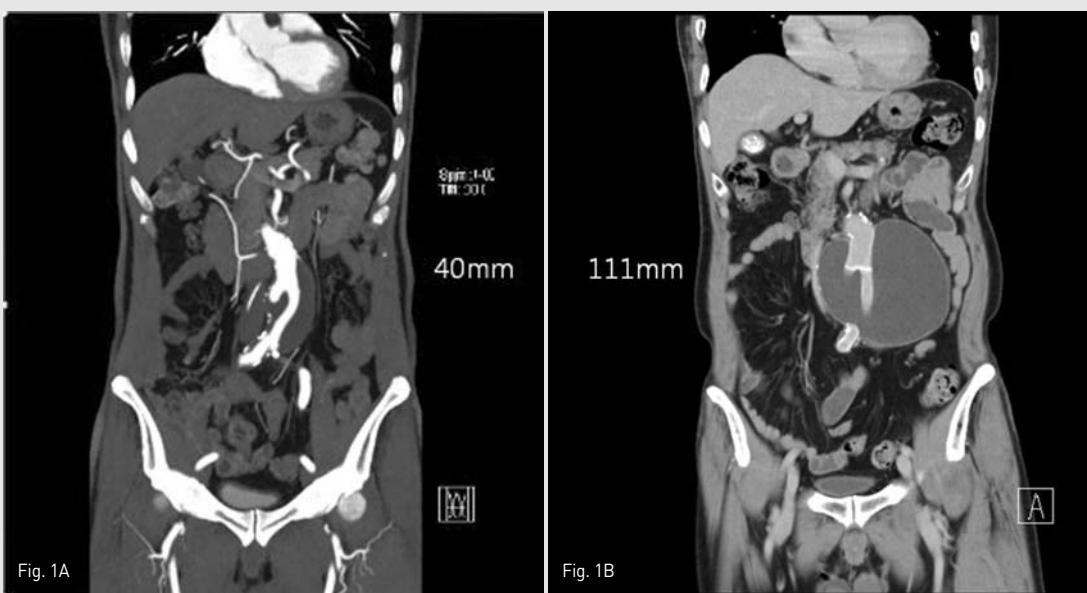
A 64-year-old man with abdominal pain. A A 1 year follow-up CT scan after the open repair for abdominal aortic aneurysm shows no definite abnormality around the graft. B An 8 years follow-up CT scan after open repair shows a huge perigraft fluid collection. Note, there is no evidence of contrast leakage.
